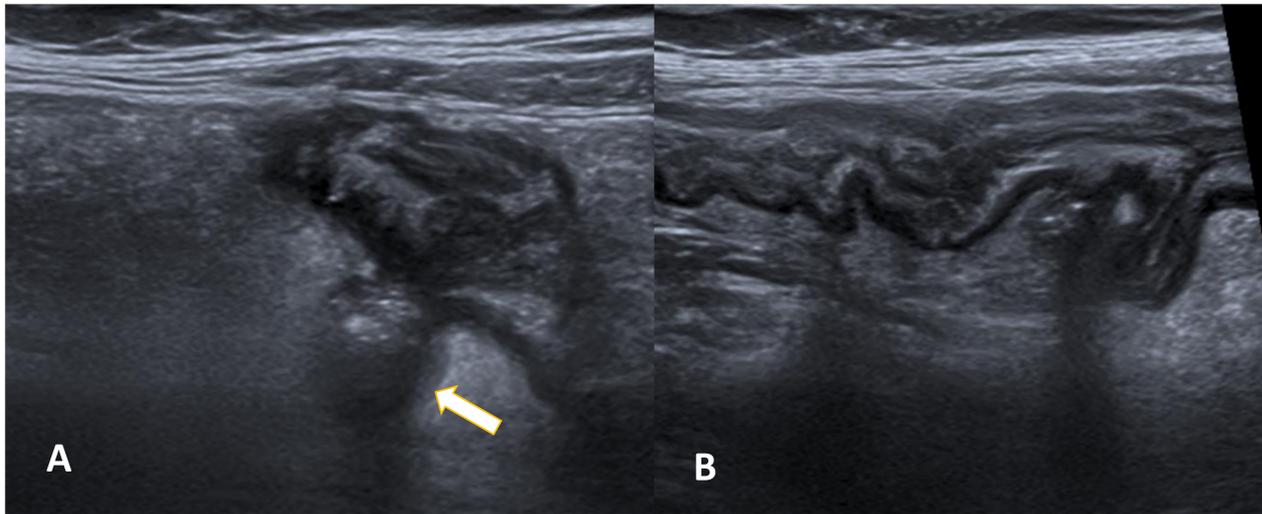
Ecografía: En fosa iliaca izquierda, coincidiendo con el punto de máximo dolor, se identifica un divertículo dependiente de colon descendente distal (A: en transverso) y (B: en longitudinal), que presenta engrosamiento y mala definición parietal (flecha) y asocia cambios inflamatorios en la grasa adyacente.
